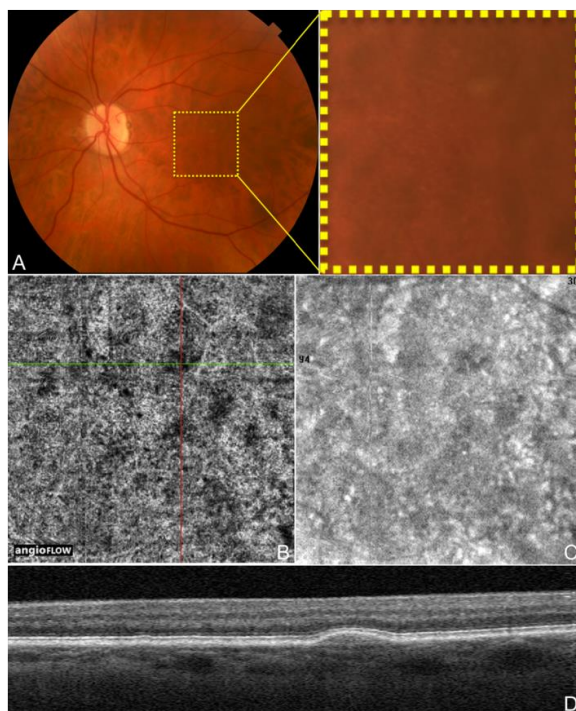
DMRI seca. OCT angiography (angiograma por Tomografia de Coerência Óptica). Olho esquerdo de um homem caucasiano de 72 anos com degeneração macular relacionada à idade (DMRI) do tipo seca usando angiograma por tomografia de coerência óptica (OCTa) do RTVue XR Avanti (Optovue, Inc., Fremont, CA). (A) Foto colorida do fundo de olho ampliada para uma área de aproximadamente 3 x 3 mm centrada na mácula mostrando drusas. (B) O angiograma de OCT (3x3 mm) dos coriocapilares maculares, como em A. As linhas verde e vermelha representam os *b-scans* de OCT dos eixos x e y que respectivamente cruzam em uma drusa demonstrando uma área de sinal diminuído nos coriocapilares subjacentes à mesma. (C) OCT estrutural dos coriocapilares maculares como em A-B (*En face OCT*). Essa imagem foi obtida simultaneamente durante a mesma varredura do angiograma de OCT em B. (D) *b-scan* OCT na seção transversal demonstrada pela linha verde em B evidenciando drusa. Tais cortes foram obtidos simultaneamente durante a mesma varredura do angiograma de OCT em B. Fonte: adaptado de CARLO et al, 2015.
